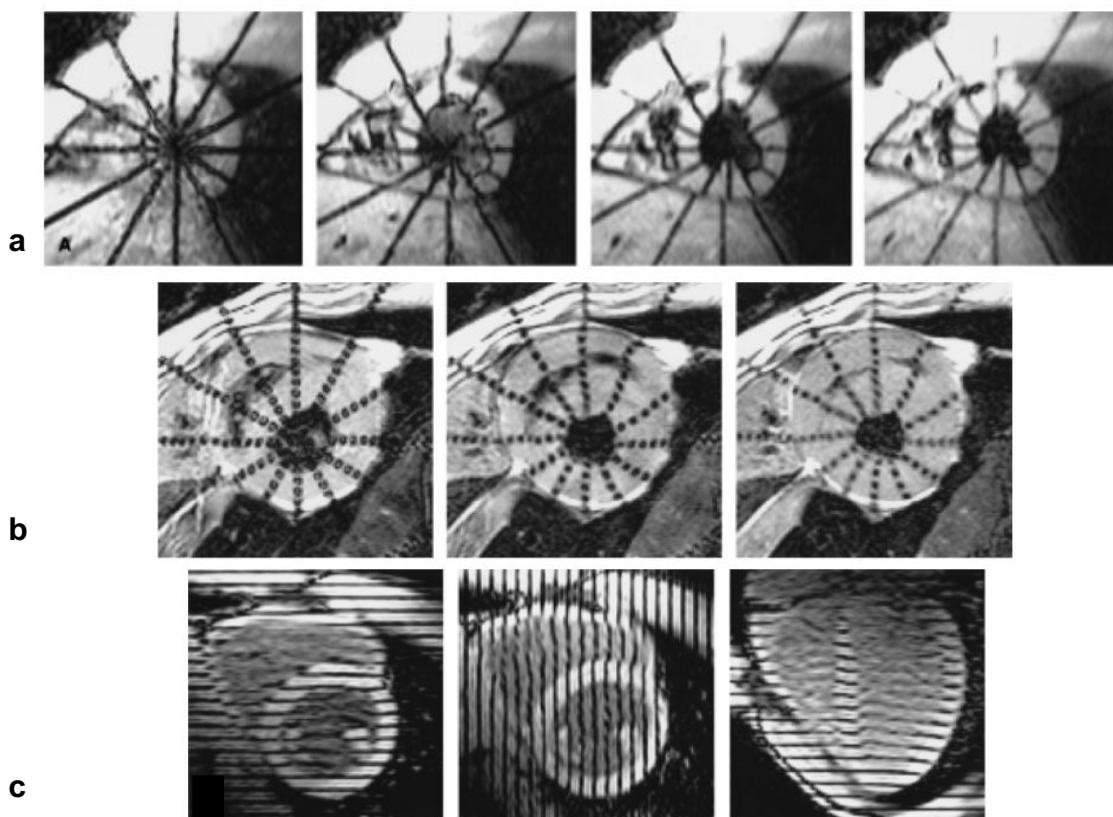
Tagged* resonancia magnética cardíaca. Técnica inicial. (a) Imágenes en eje corto del mismo plano a los 15, 90, 165 y 240 ms del inicio de la secuencia. Se inducen 6 líneas con orientación radial y centradas sobre el eje largo del ventrículo izquierdo. Se siguen los puntos de intersección con endocardio y epicardio. (b) Imágenes en eje corto en sístole temprana, media y tardía. 6 líneas de puntos permiten valorar el aumento del grosor del miocardio sin que haya una definición nítida del endocardio ni epicardio. (c) Imágenes en eje corto con *taggs* perpendiculares mutuamente, y longitudinal con *taggs* paralelos a los ejes cortos. *Ilustración modificada de Moore CC, et al.*<sup>64</sup>
